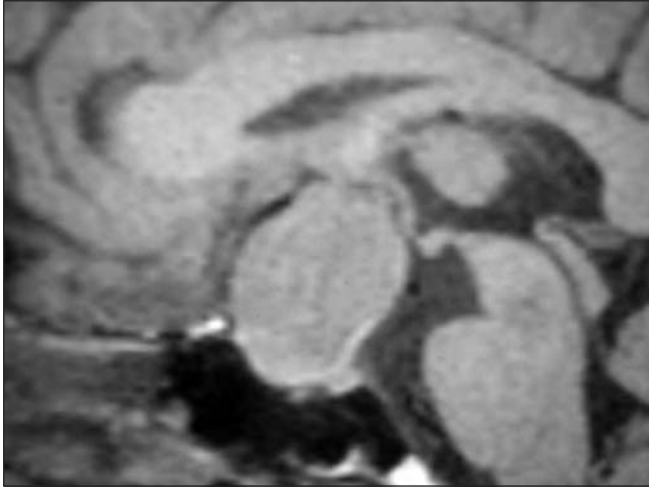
Resonancia magnética en corte sagital de macroadenoma hipofisario.
